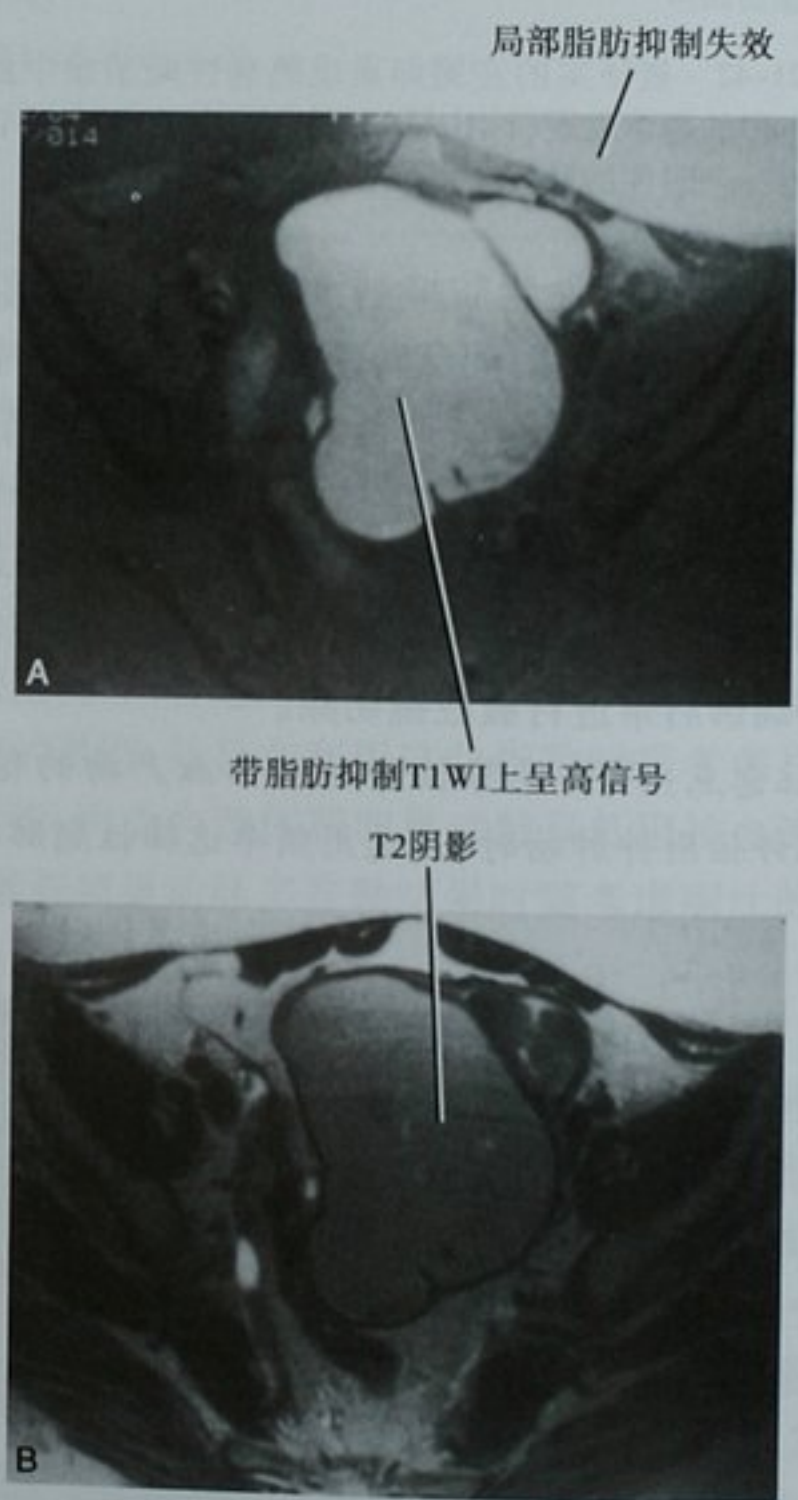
巨大的子宫腺肌瘤 MRI 图像。A. 带频率选择脂肪抑制的 T1WI 横断面图像显示盆腔内一个明显高信号的囊性病灶;B. 无脂肪抑制的 T2WI 横断面图像显示“阴影”——其信号强度高于软组织但低于水
